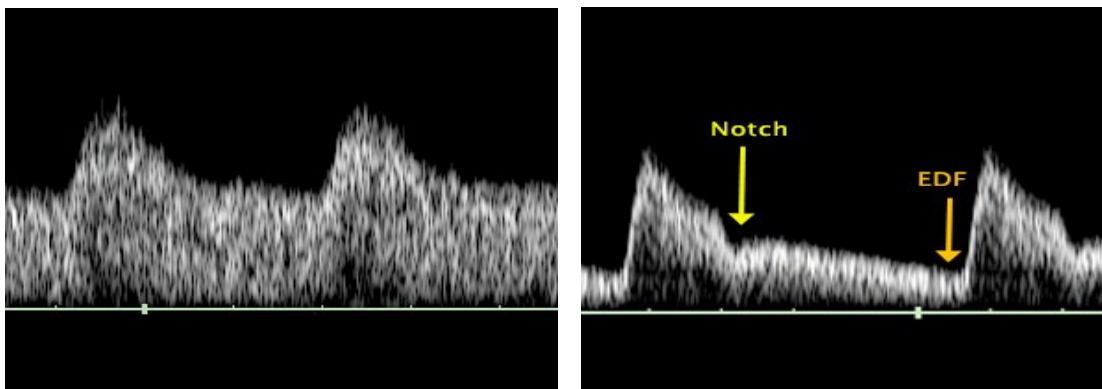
Dopplersonographie der uterinen Arterien [2].
